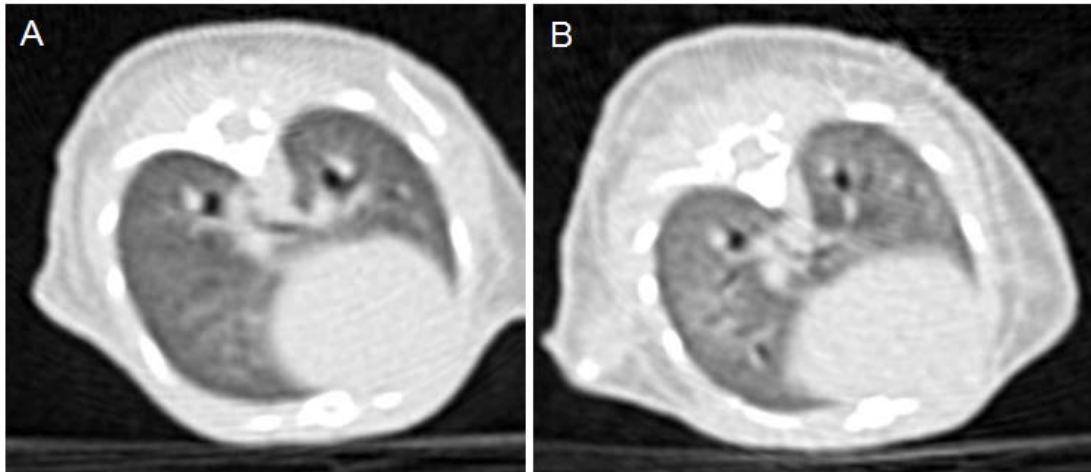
Lungendichte Messung in der Maus mittels Flachsicht-Computertomographie vor (A) und zwei Stunden (B) nach Aspirationsschaden. Repräsentative Abbildungen von n=3 Experimenten zeigen eine beatmete Mauslunge vor der Schädigung (A) und eine gleichförmige Dichtezunahme zwei Stunden nach Aspirationsschaden ohne nachweisbare Atelektasen Formation (B).
